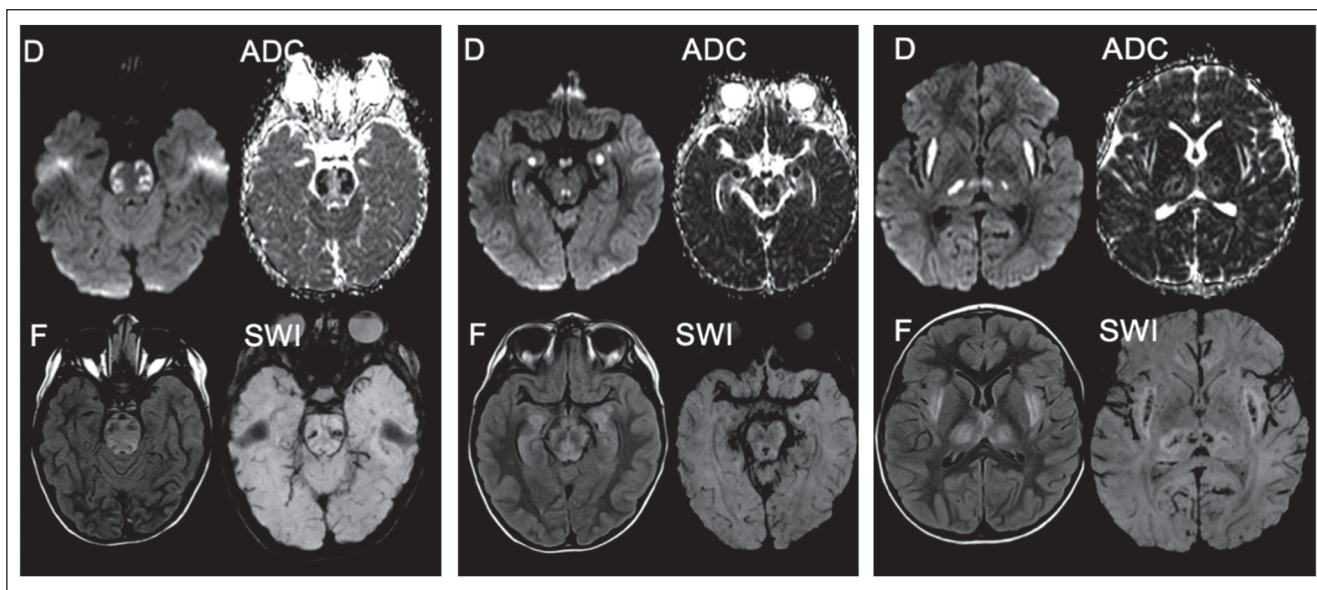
Focos de restricción a la difusión bilaterales de distribución simétrica talámicos, cuerpos mamilares, periacueductales, de tegmento pontino, hipocampales y en ambas cápsulas externas. Se asocia a componente hemorrágico en estas regiones (SWI). Lo anterior, asociado a hiperseñal en F en estas regiones, incluyendo región hipotalámica y esplenio del cuerpo caloso, explicado por edema vasogénico. D (DWI); ADC (coeficiente de difusión aparente); F (FLAIR); SWI (secuencias de susceptibilidad magnética).
